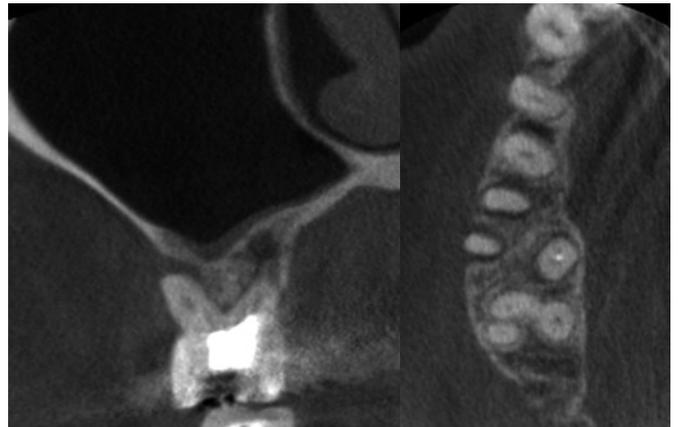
術前のCT所見。6]の口蓋根が原因のサイナストラクトだが、頬側も裂開を起こしているため根管治療による予後は悪いと考えられた。その旨を説明をしたところ、患者はインプラントによる治療を選択された。上顎洞底骨と近遠心の骨で固定が得られると判断し、抜歯即時埋入を計画した。
